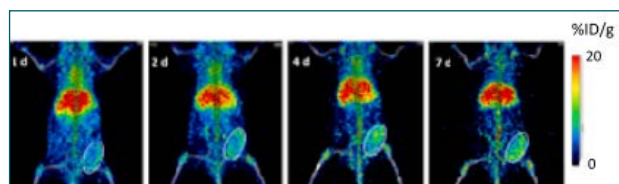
Ejemplo de imágenes PET a distintos días post-administración de la sonda ^{89}Zr -DFO-LEM2/15 obtenidas con el equipo PET/CT de un ratón con un tumor subcutáneo de cáncer de mama, donde se observa la acumulación específica de la sonda marcada radiactivamente con un círculo.
